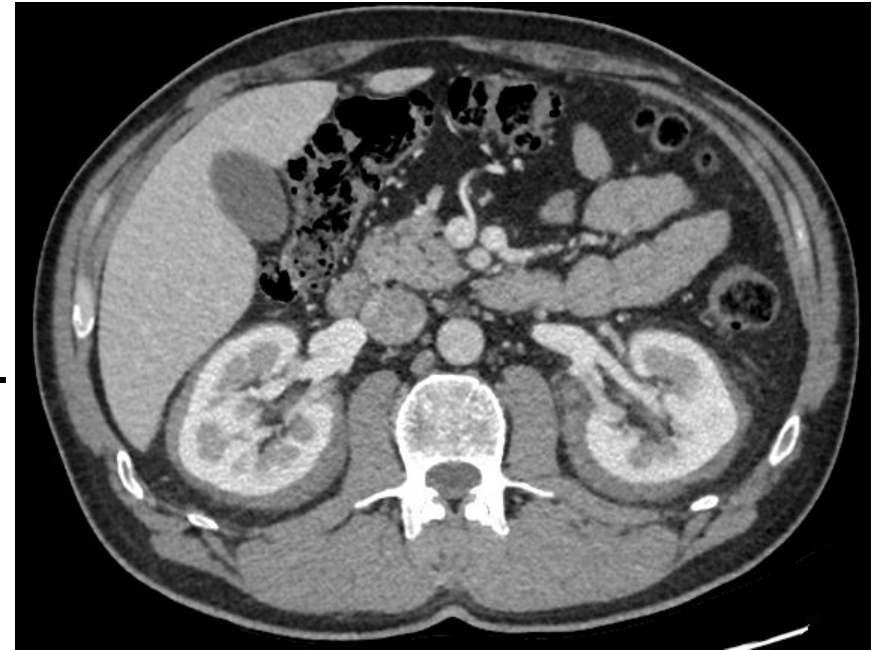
Corte axial de TC de abdomen en fase portal que muestra afectación perirrenal bilateral y simétrica de densidad de partes blandas , confirmado con biopsia como Erdheim-Chester.
